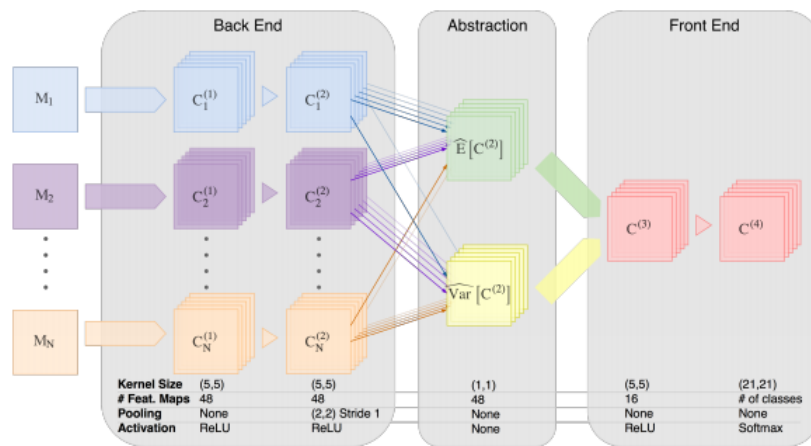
Arquitetura Hetero-modal para segmentação. M_k sequências de MRI usadas como entrada passam independentemente para camadas convolucionais no bloco *Back End*. Mapas de características estatísticas são computados no bloco *Abstraction*, após concatenação seguem para o bloco *Front End*, onde ocorre a classificação dos pixels [70].
